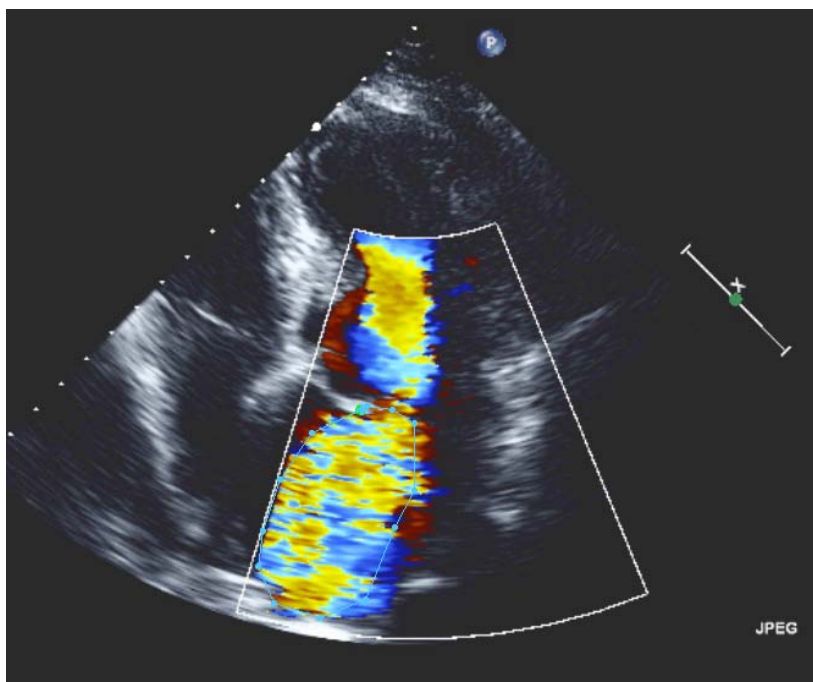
Mapeo Doppler color en paciente con regurgitación mitral severa
